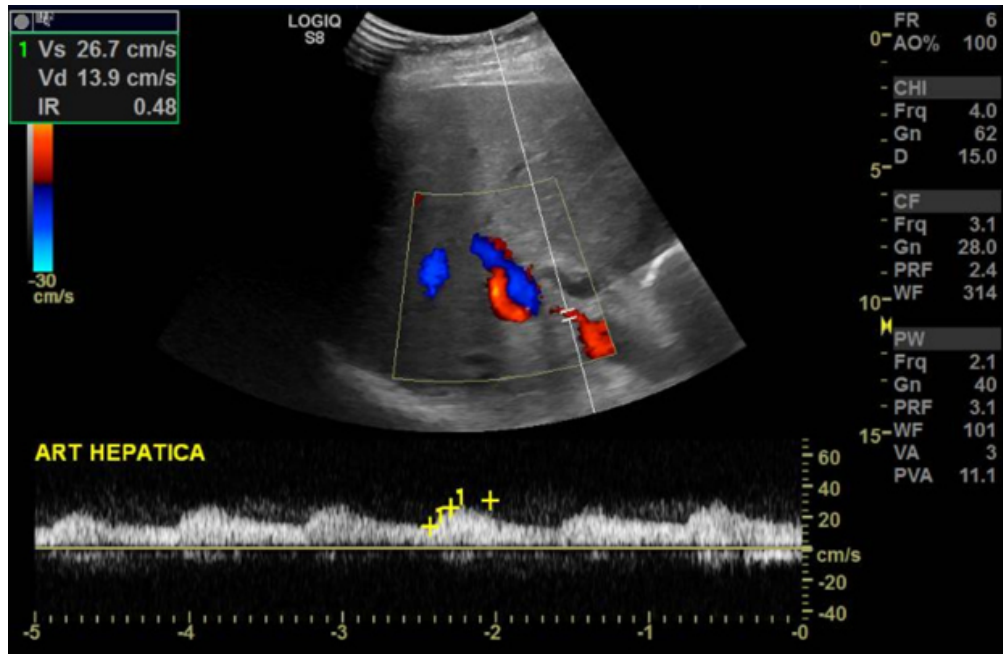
Doppler colorido e pulsado espectral da artéria hepática no hilo
